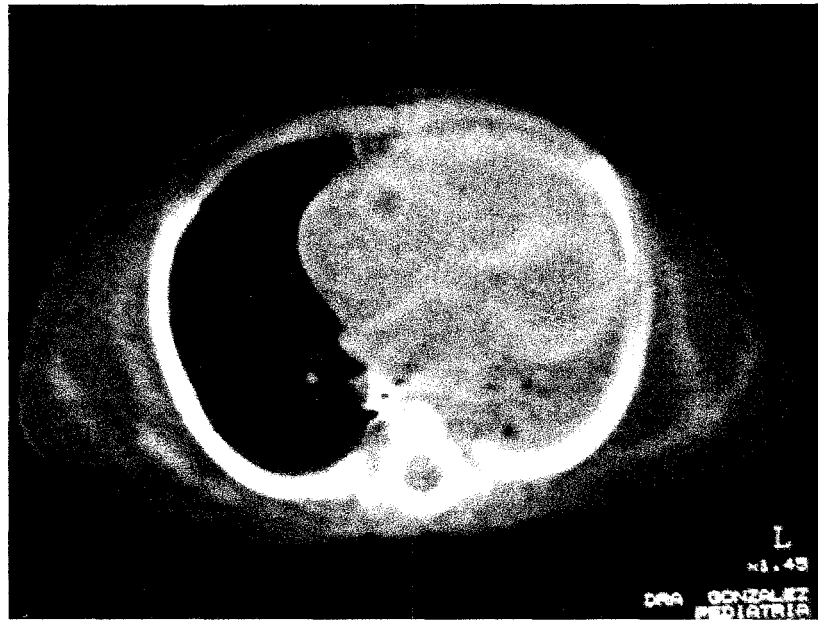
TAC simple de tórax, ventana cardíaca.
